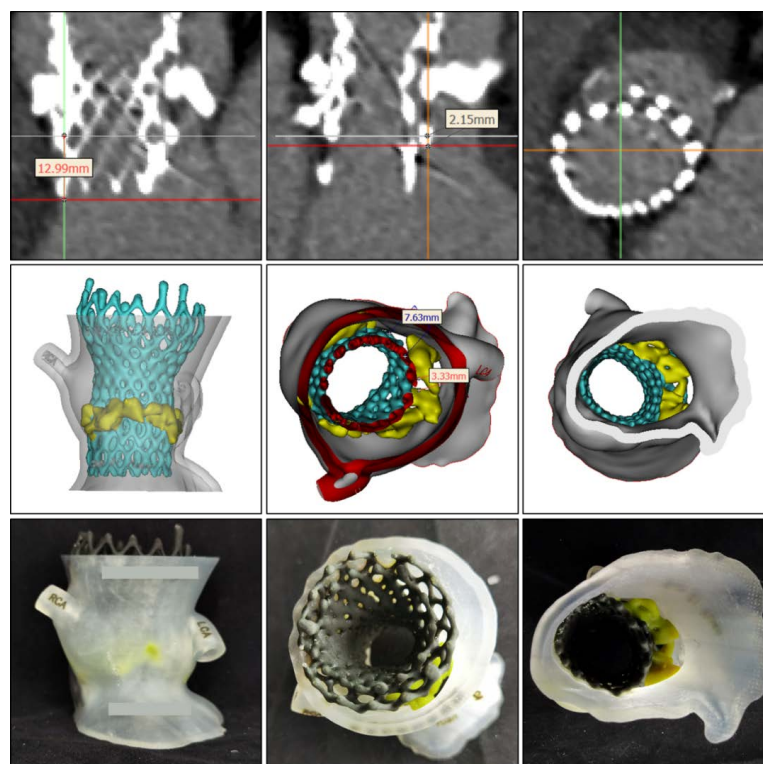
Preoperative CTA and 3D section view (the deepest part of the external valve scaffold was 13 mm, the implantation depth of the medial valve scaffold was about 2 mm, and the three leakage openings were located in the left coronary sinus, and the widest part was nearly 8 mm)
